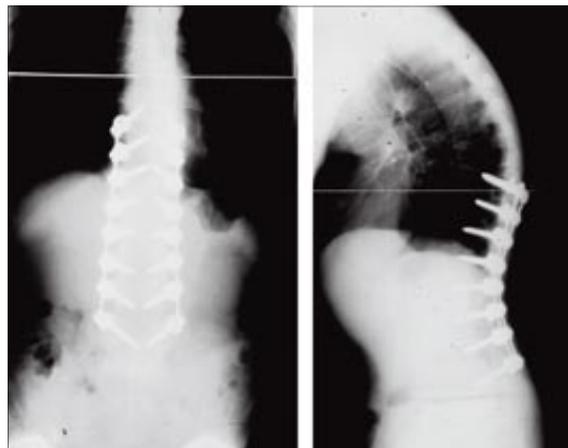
Postoperatives Röntgen nach polysegmentaler Aufrichtungsosteotomie
